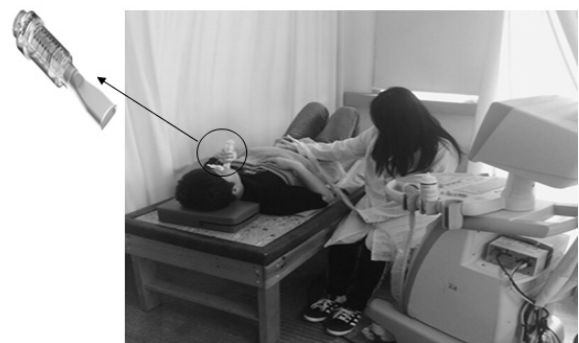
초음파와 흡기근육 훈련기를 이용한 호흡근 강화 운동
